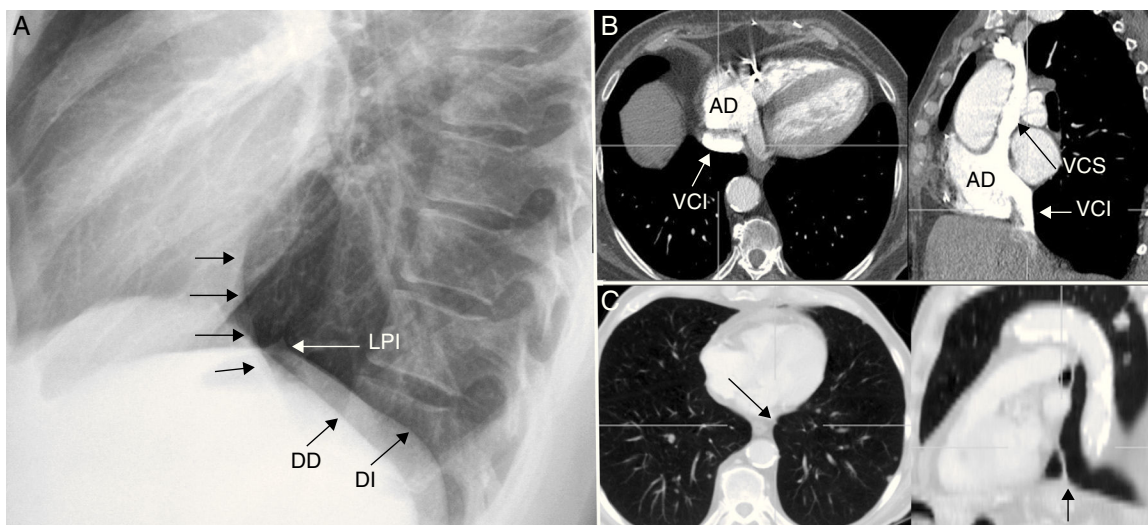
Superficie diafragmática. A) Radiografía lateral de tórax. Hemidiafragma derecho (DD) y su interfaz con la línea de la vena cava inferior (flechas negras); hemidiafragma izquierdo (DI), borrado parcialmente por el ligamento pulmonar inferior izquierdo (LPI). B) Tomografía computarizada (TC) de tórax con reconstrucciones axial y sagital. Vena cava inferior (VCI) entrando en la aurícula derecha (AD). C) TC de tórax con reconstrucciones axial y sagital que muestra el ligamento pulmonar inferior izquierdo (flecha negra), que llega hasta el DI.
